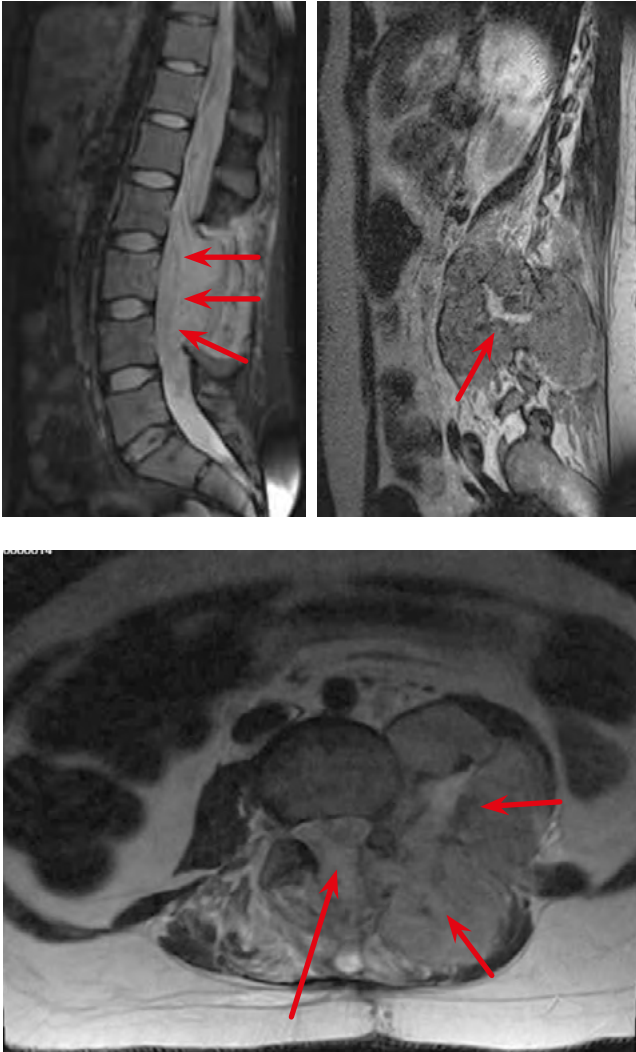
МРТ пояснично-крестцового отдела от 03.03.2022. Значительное увеличение размеров опухоли в сравнении с результатами МРТ, выполненной двумя неделями ранее.
